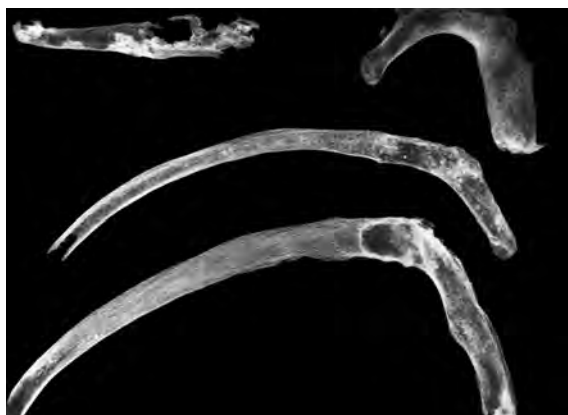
Radiografia de les costelles mostrant la reacció osteogènica de l'os.
